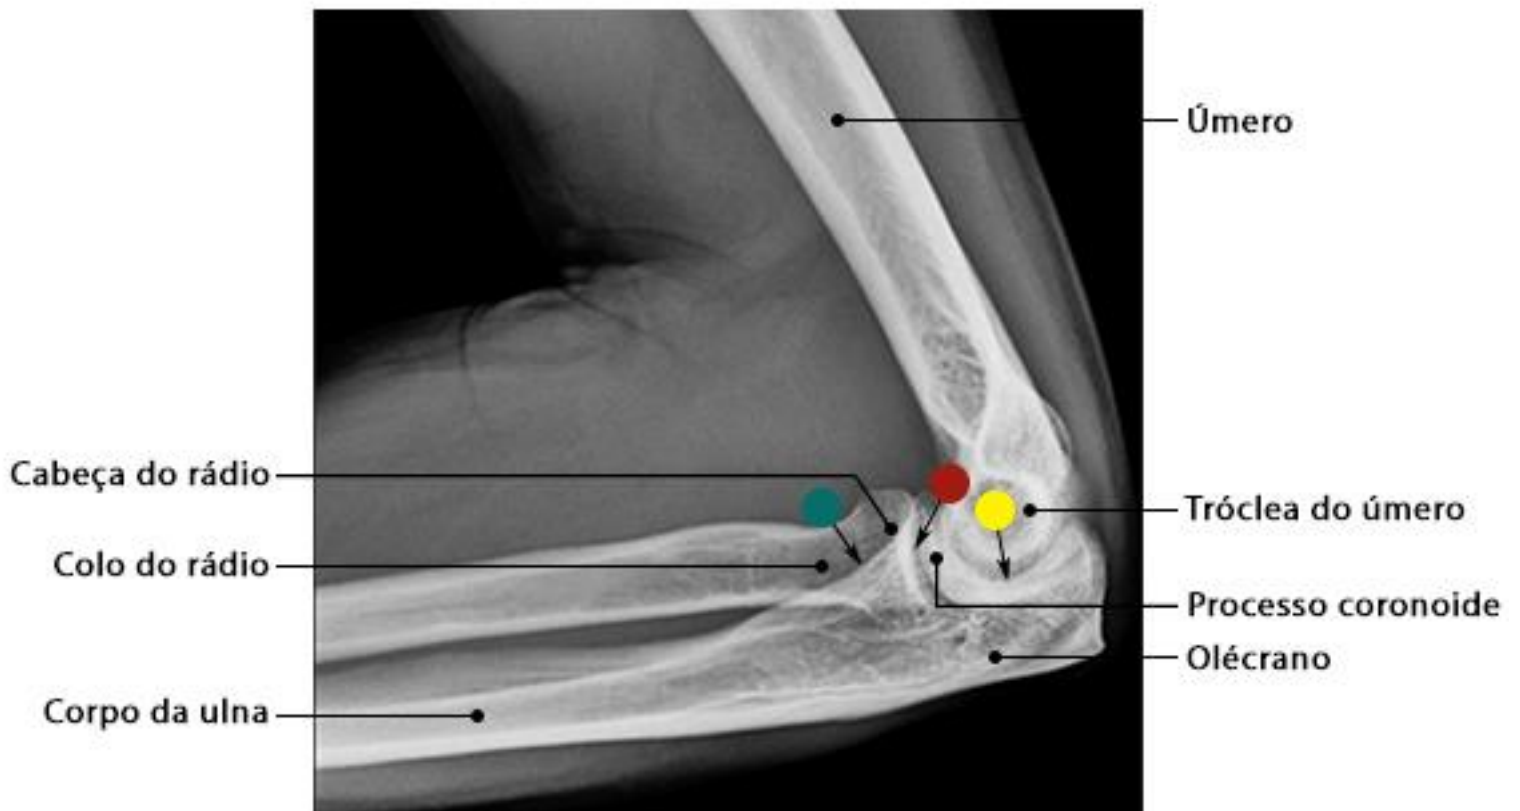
Radiografia do cotovelo em incidência perfil
